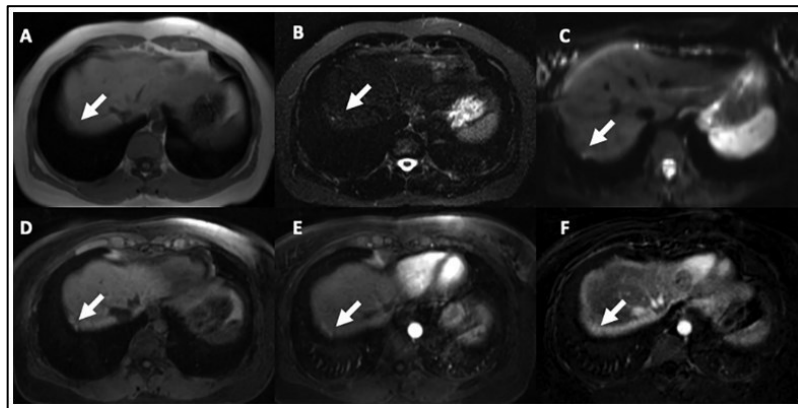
Mulher, com achados sugestivos de endometriose torácica. Imagens em axial mostram focos adjacentes na cúpula do hemidiafragma direito com achados de depósito endometriais (seta). A) T1WI em fase; B) T2WI STIR com saturação pré contraste; C) DWI B50; D) T1WI com supressão de gordura; E) T1WI com saturação de gordura pós contraste; F) Imagem adquirida da subtração, confirmação dos focos endometriais. WI= Imagem ponderada. (Adaptado de Nguyen et al., 2021).
